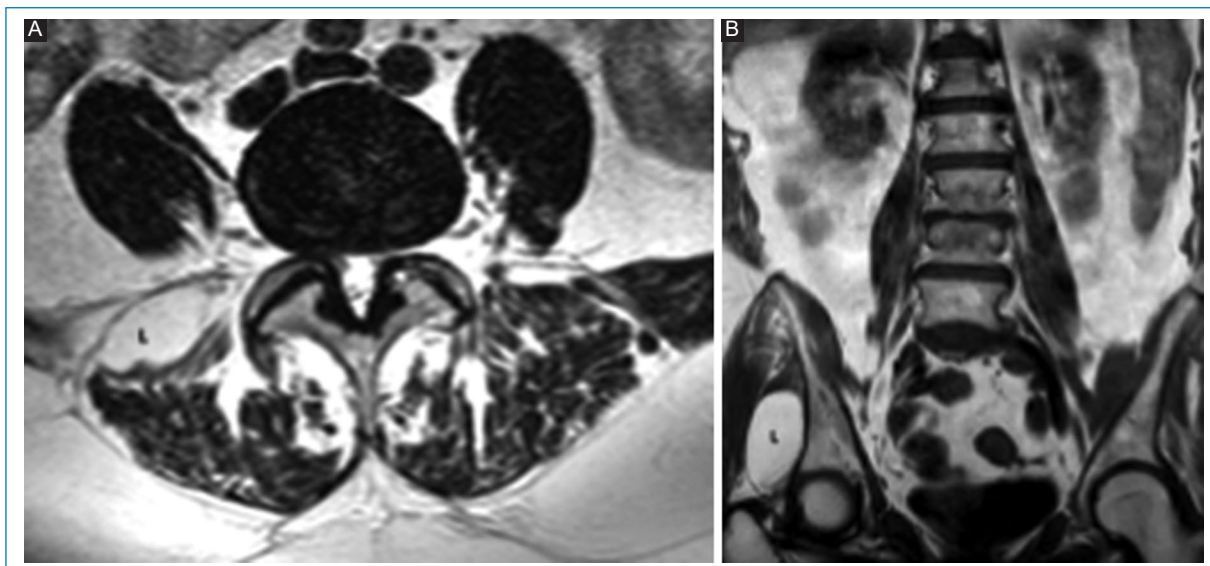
RM de columna lumbar, en dos pacientes con lumbalgia. (A) Secuencia T2 plano axial y (B) secuencia T1 plano coronal. En los tejidos blandos se aprecian lipomas (L) paravertebrales derechos.
